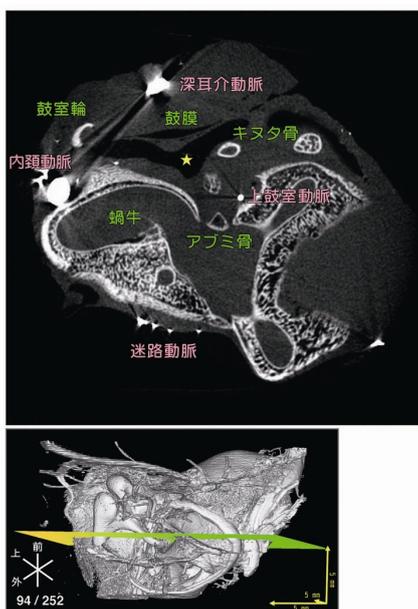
$\mu$ -CT によるヒト胎児の聴覚器の断層像 [4]。中耳は間葉で満たされているが、鼓膜の鼓室側に腔が観察される (\*)。これは耳管から侵入する腔とは独立しているように示唆された。外耳道栓と鼓膜の外耳道側にも腔が観察される。
